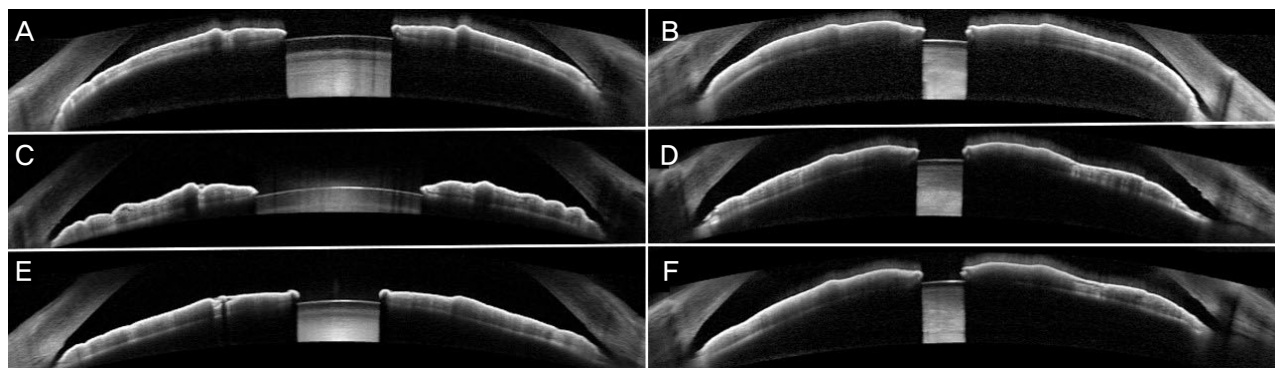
Laser peripheral iridotomy (LPI) in patient with acute angle closure crisis (AACC). Pre-LPI anterior segment optical coherence tomography of a 70-year-old female with AACC on the right eye, showing closed angles (A) and the left eye (B). (C, D) Horizontal section scan showing increased anterior chamber angle and angle opening distance after 1 month from LPI. (E, F) Horizontal section scan after 3 months from LPI.
